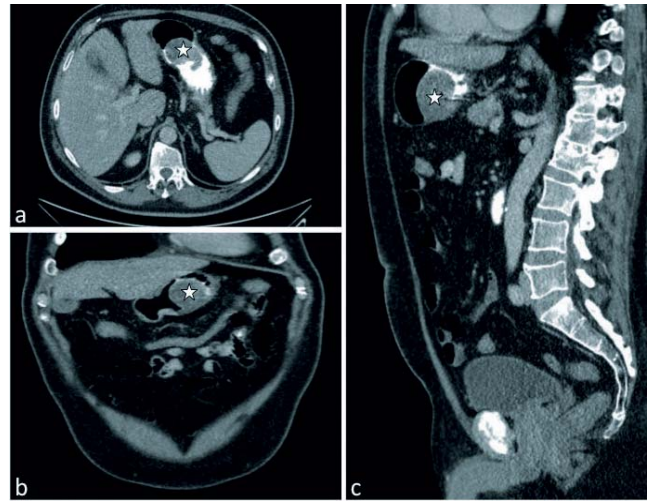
CT-Abdomen: a) axial, b) coronal, c) sagittal; Stern = RF
